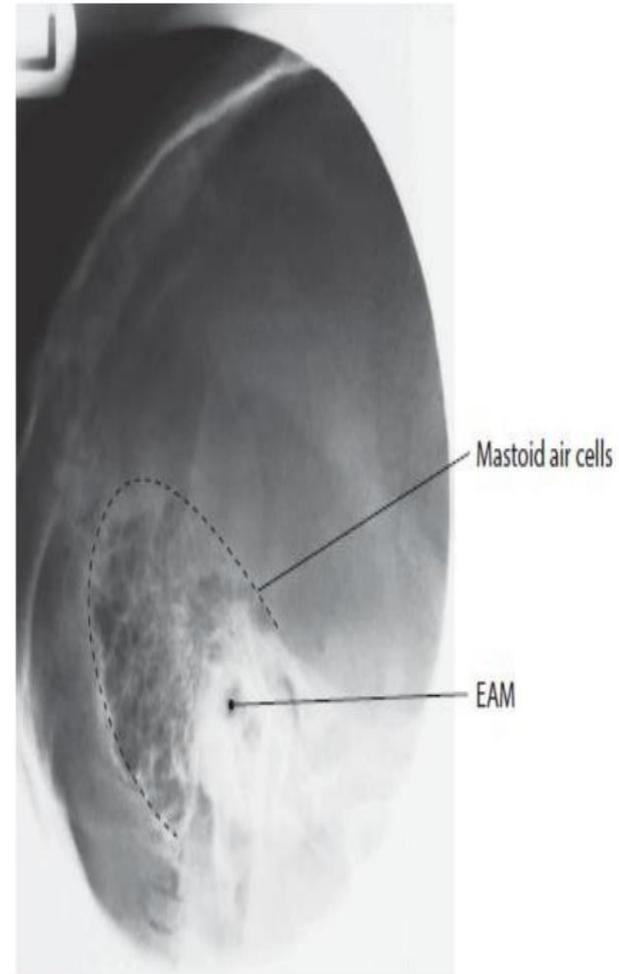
Labelled radiograph.
